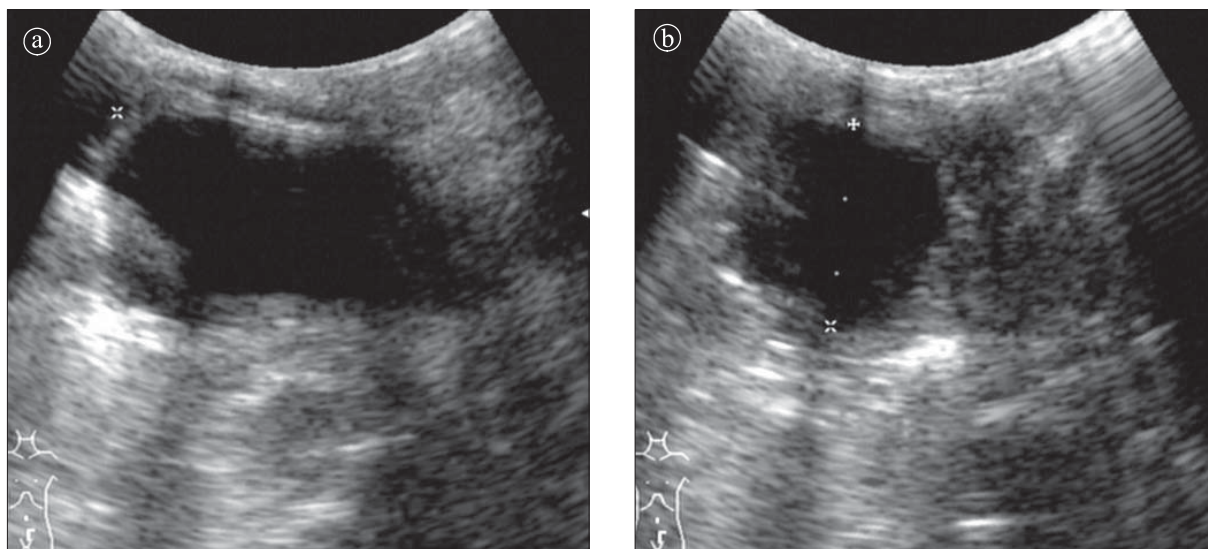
Chist mezenteric. Ecografie. Imagine transonică cu întărire posterioară, bine delimitată. a) secțiune longitudinală, b) secțiune transversală.
